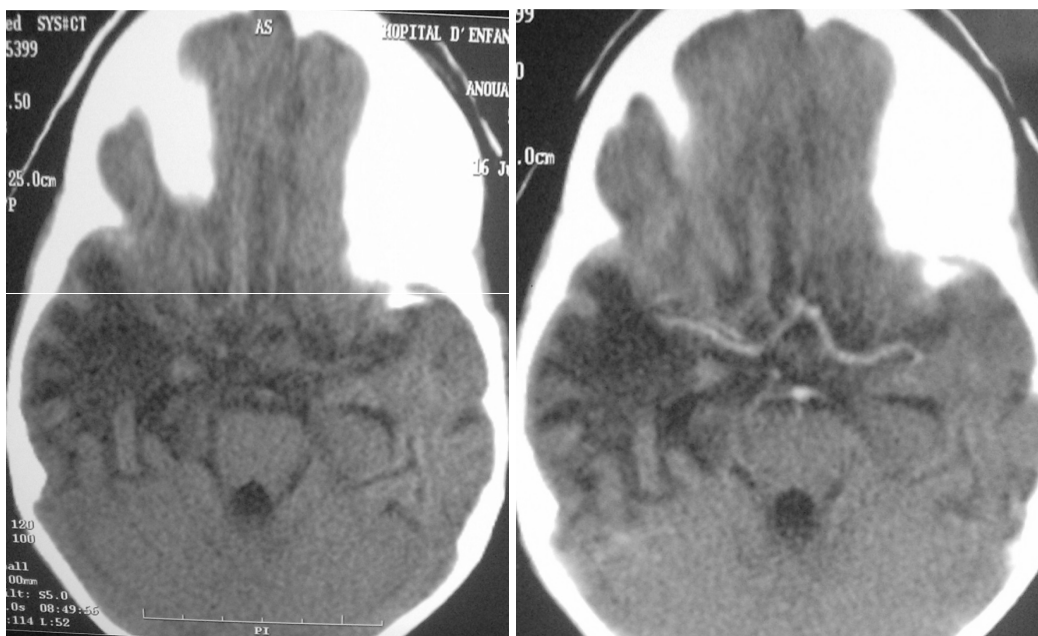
méningo-encéphalite à pneumocoque chez une jeune fille (IRM) [42].
